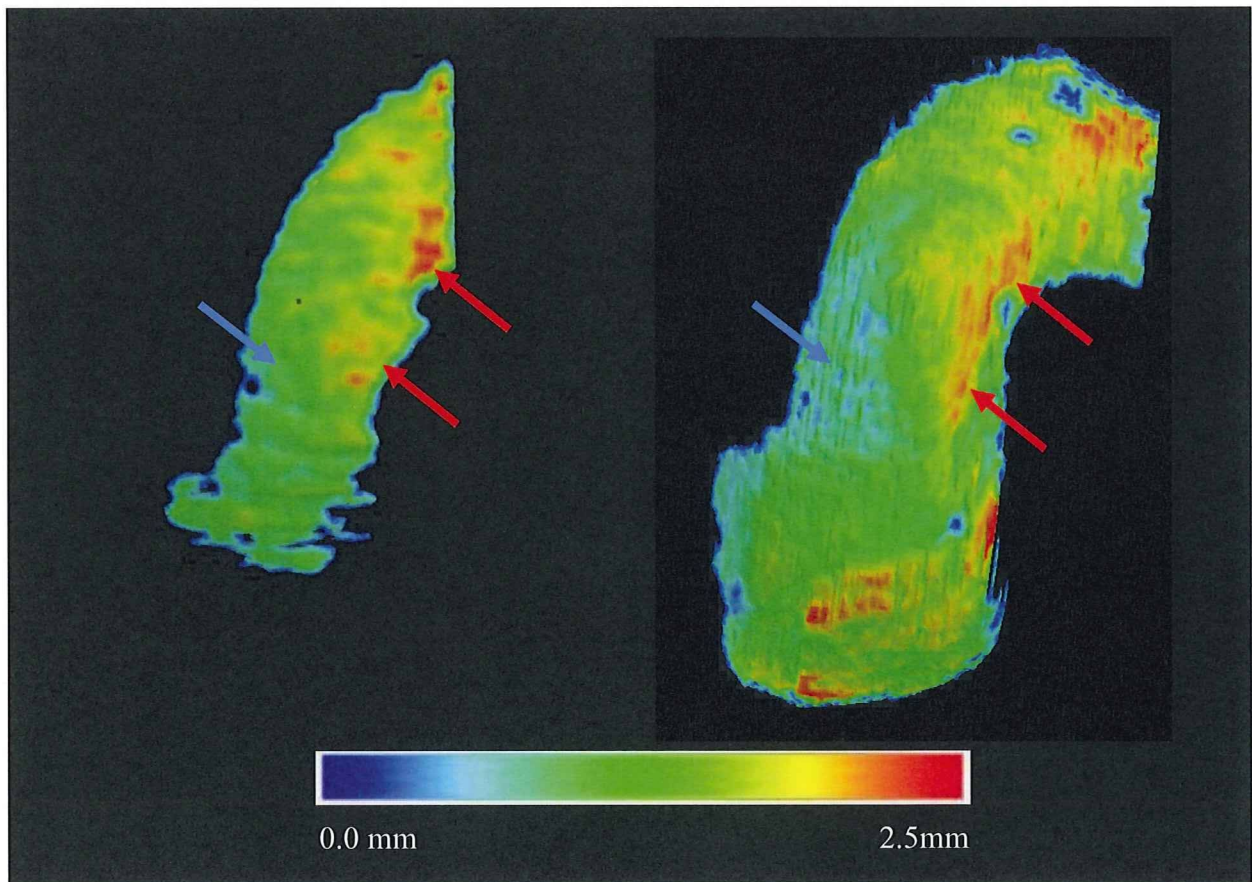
73 歳男性の超音波モデル (左) と MRI 軟骨モデル (右) における軟骨厚カラーマッピング 軟骨が比較的厚い部分 (赤矢印) や比較的薄い部分 (青矢印) の分布に近似性を認めた。
